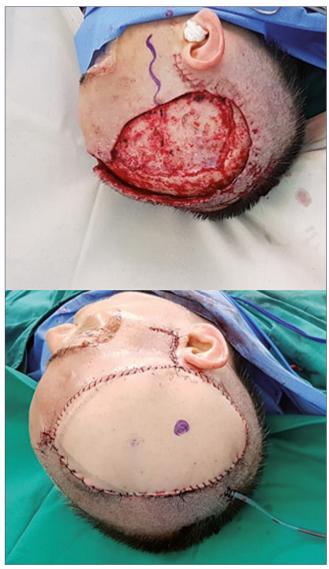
Escarectomía y representación de pedículo facial. La imagen inferior muestra la zona de anastomosis marcada con plumón azúl (se identifica con eco doppler).
